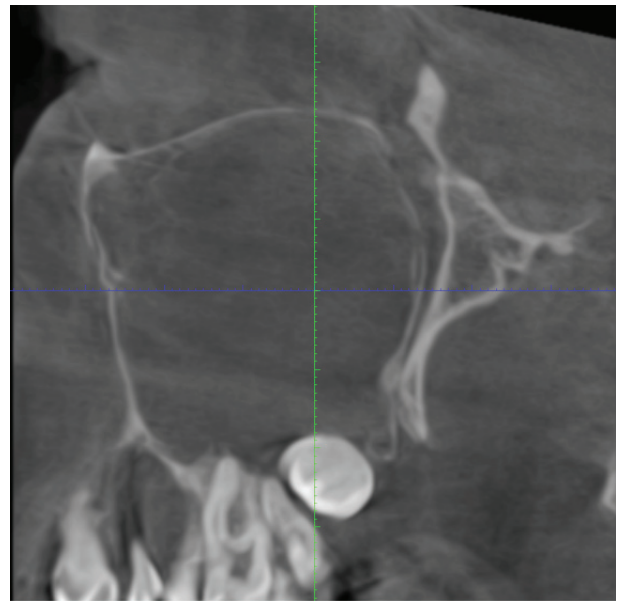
Комп'ютерна томограма верхньої щелепи та гайморової порожнини з лівого боку хворої Х.
